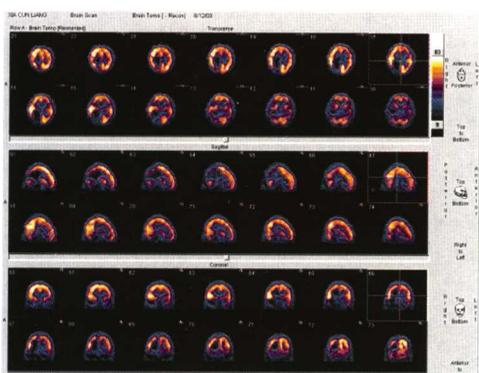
假性延髓麻痹^{99m}Tc-ECD SPECT 脑断层显像
